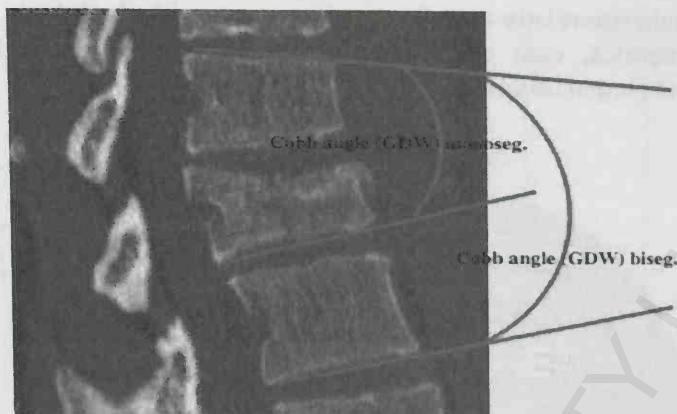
Imagine radiografică – măsurarea unghiului Cobb mono- și bisegmental (Reinhold et al., 2010).
